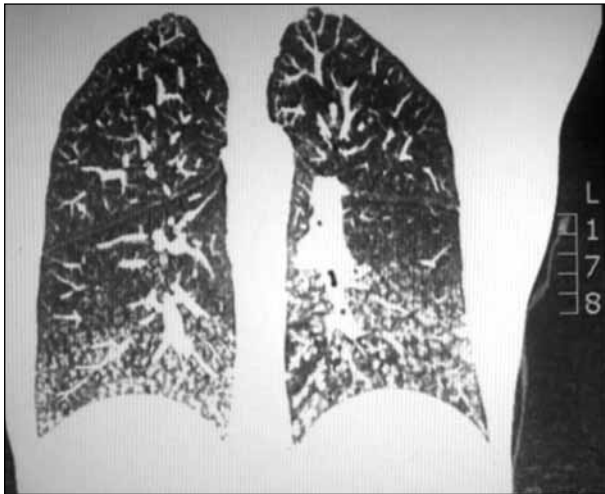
TAC de tórax (corte coronal).
